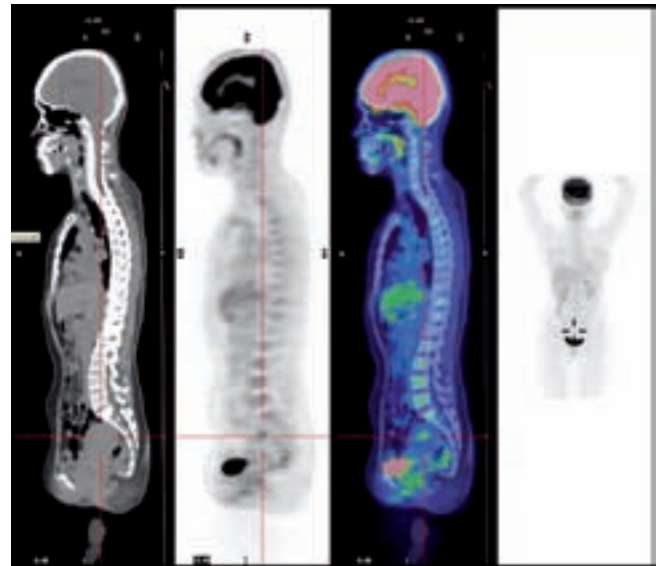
Darstellung der Menstruation im PET/CT
